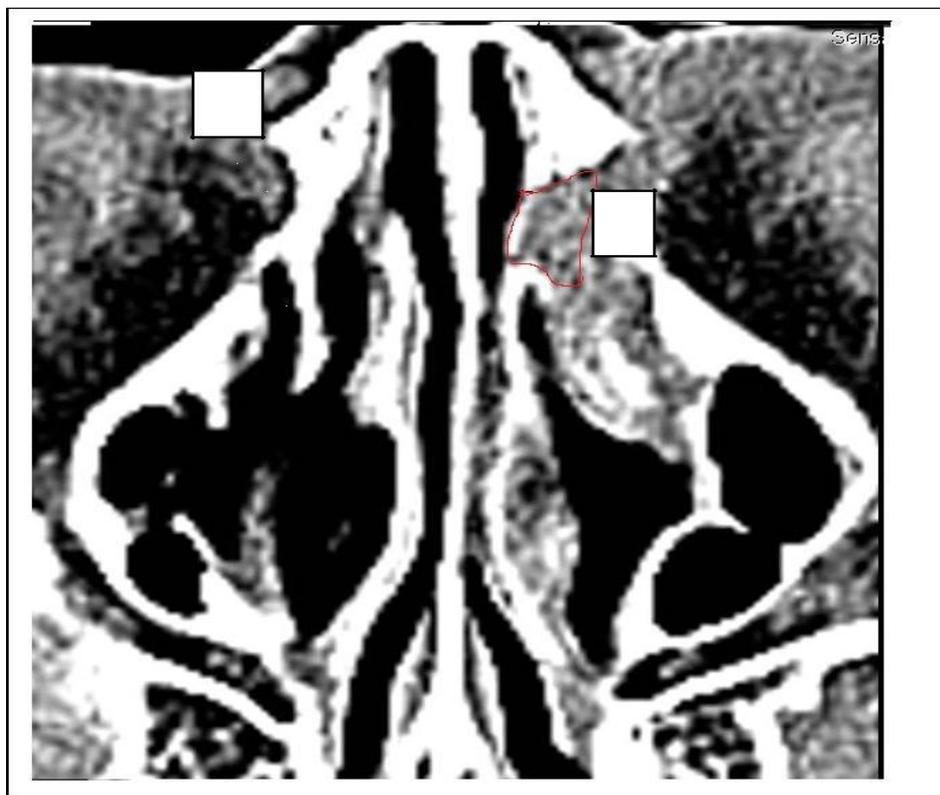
КТ после МФЭДРС
